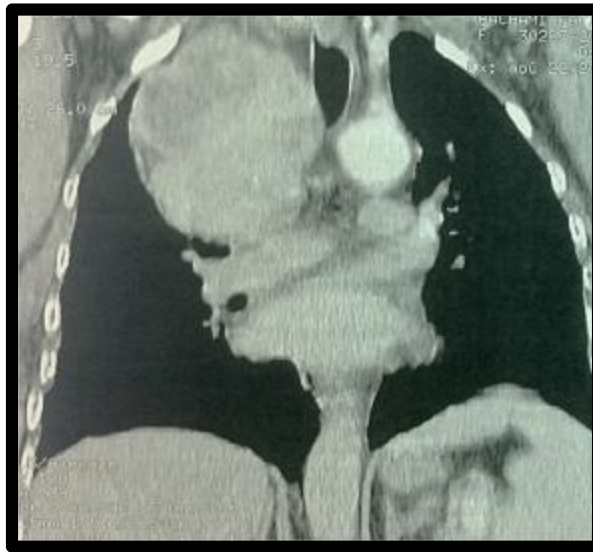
TDM coupe coronale : Goitre au dépend de la thyroïde droite plongeant, responsable d'un effet de masse sur la trachée
